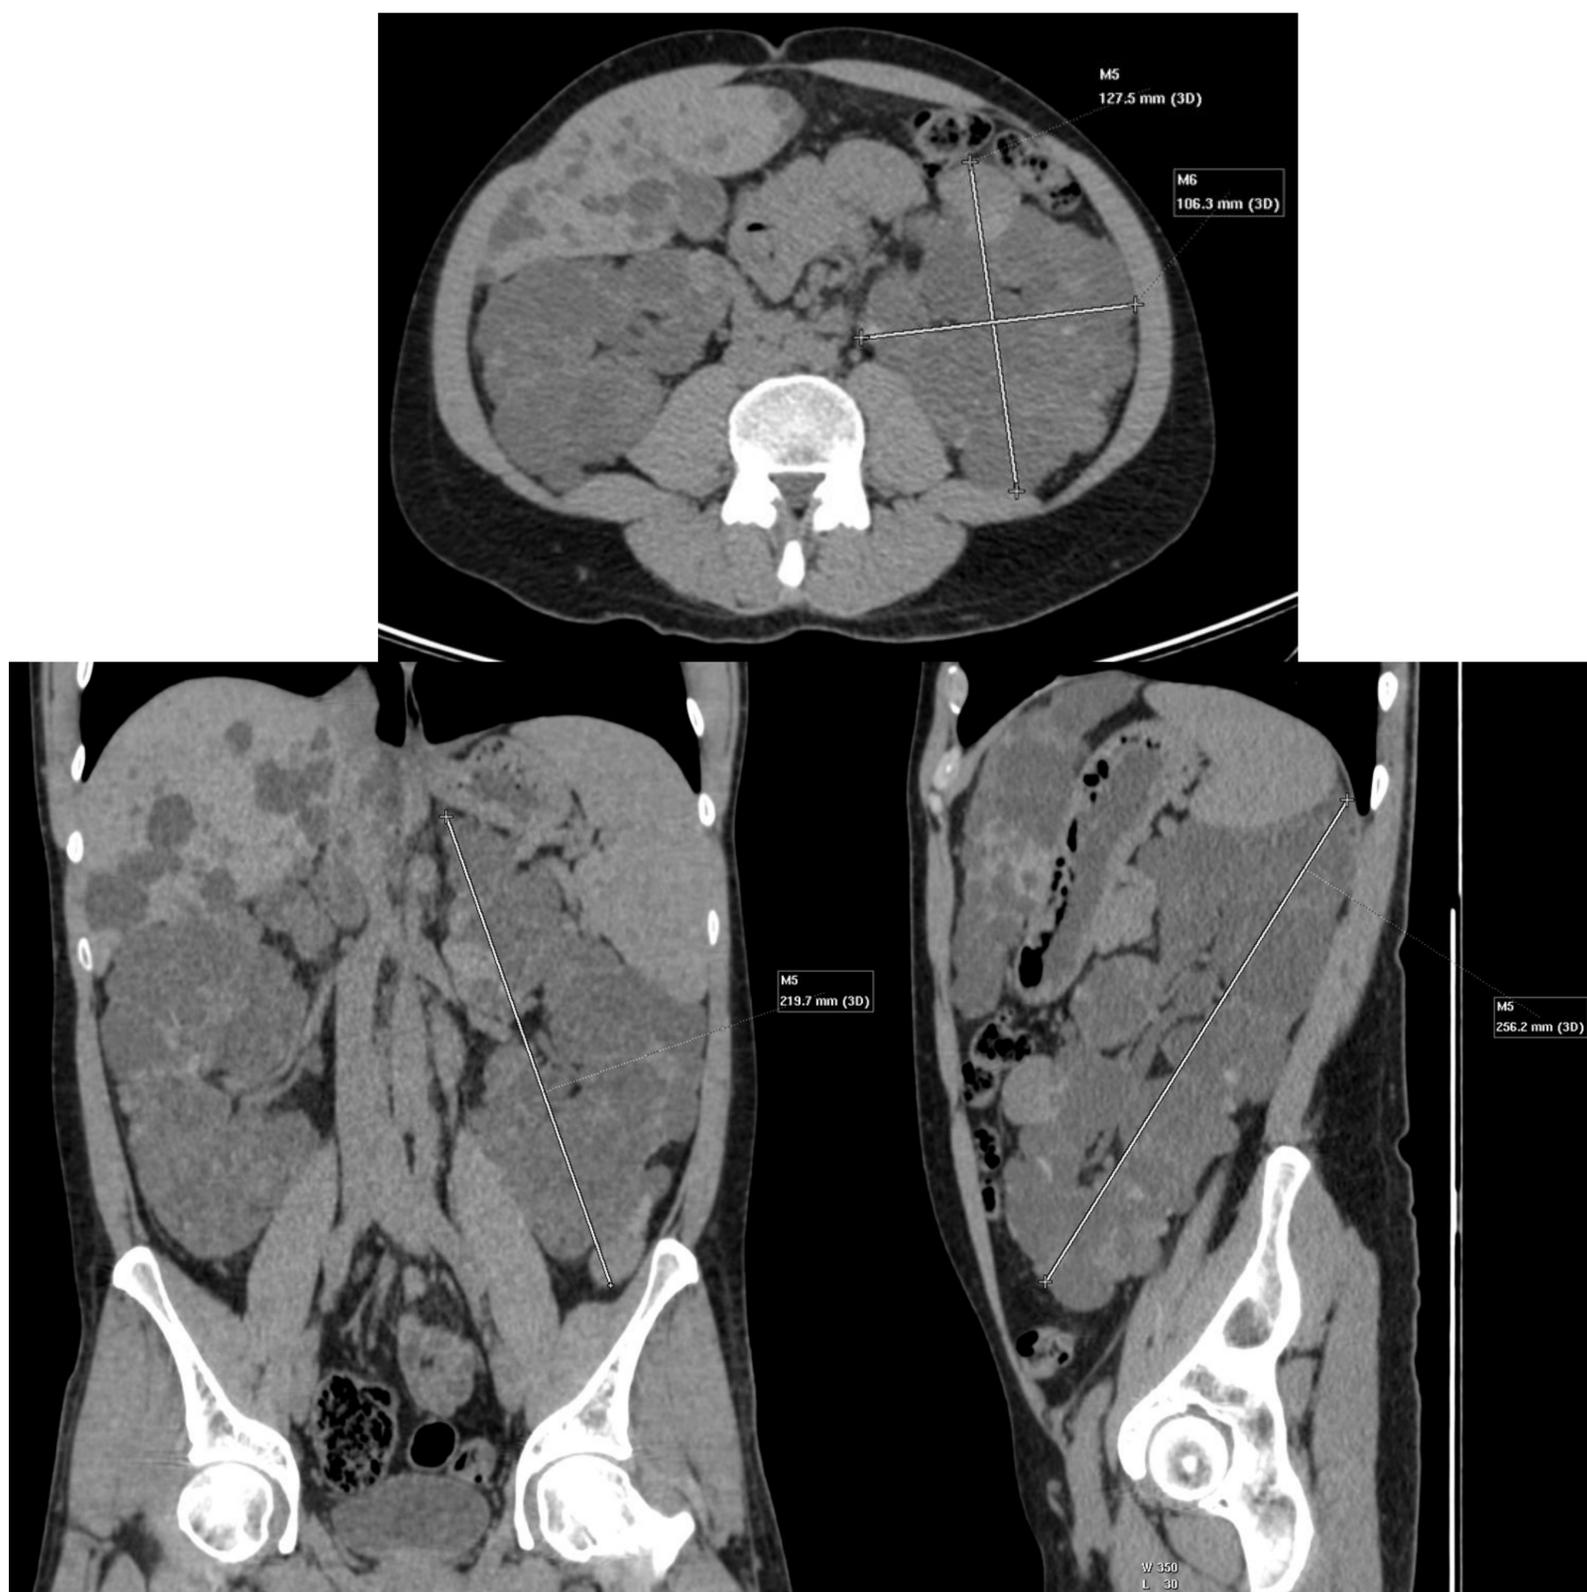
TC simple en corte axial, coronal y sagital con las medidas anteroposterior, transversal, coronal y longitudinal para determinar la medición por el método de la ecuación elipsoide de la Clínica Mayo
